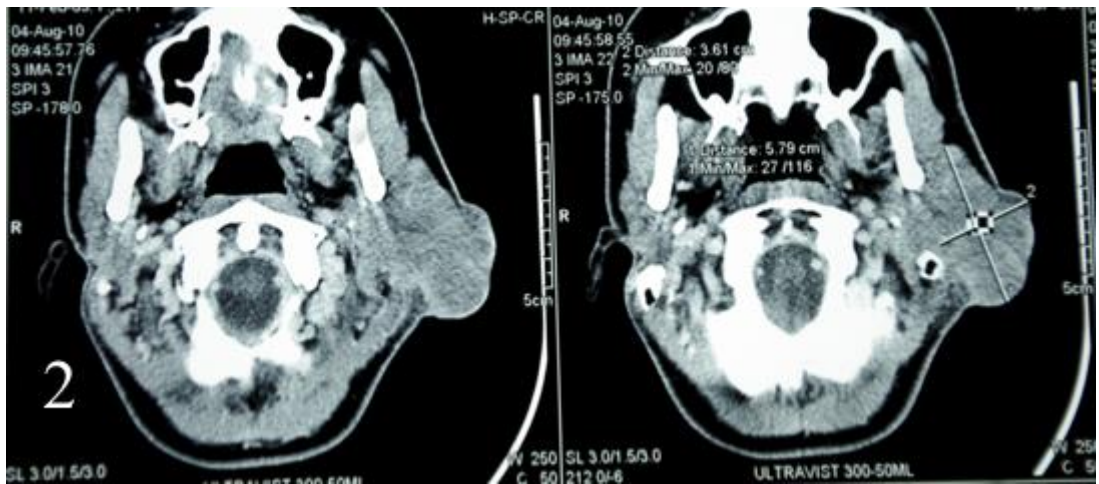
Больная С., 62г., и/б 1591-13 (наблюдение №30), диагноз «Плоскоклеточный рак левой околоушной области T4N1M0». 1 – опухолевый узел в левой околоушной области; 2 – МРТ ГМ с контрастным усилением перед операцией; 3 – вид удаленного блока, включающего лимфоузлы шеи
